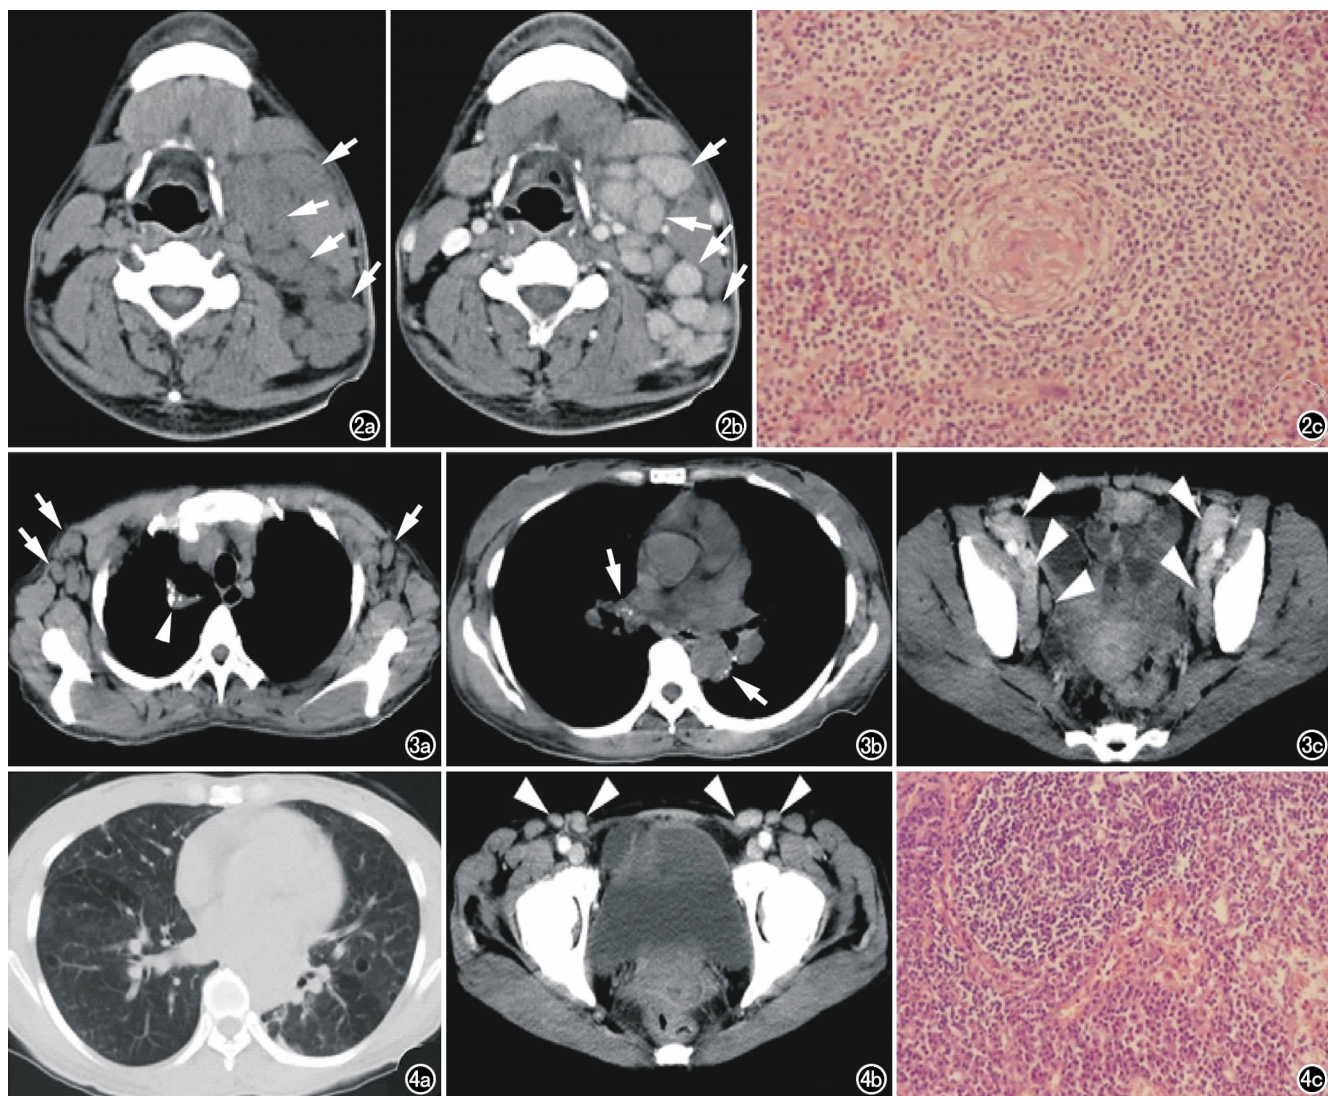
男,31岁,HV-CD。a) CT平扫示左侧颈部多发淋巴结增大呈均匀软组织密度(箭);b) CT增强扫描示增大淋巴结呈明显均匀强化(箭);c) 镜下见生发中心血管增生,血管壁透明样变,套区淋巴细胞增宽可呈同心层状(洋葱皮样)排列($\times 200$,HE)。图3 女,38岁,PC-CD。a) CT平扫示双侧腋窝多发淋巴结增大(箭),呈均匀软组织密度,右肺上叶可见部分肺不张及钙化灶(箭头);b) CT平扫示双肺门散在淋巴结钙化,但淋巴结未见增大(箭);c) CT增强扫描示双侧腋窝血管旁多发淋巴结增大,呈明显均匀强化(箭头)。图4 女,38岁,PC-CD。a) CT平扫示双肺多发磨玻璃病灶及薄壁空腔;b) CT增强扫描示双侧腹股沟区多发淋巴结增大,呈明显均匀强化(箭头);c) 镜下见滤泡间成熟浆细胞显著增生浸润,淋巴窦结构保存($\times 200$,HE)。
